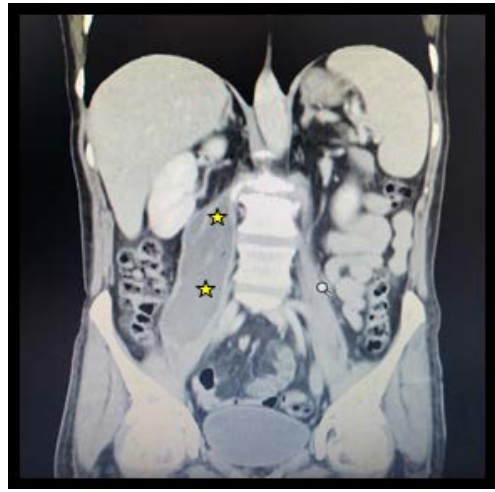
Corte coronal de tomografía computada de abdomen y pelvis. Absceso del músculo psoas ilíaco derecho (estrellas amarillas).
